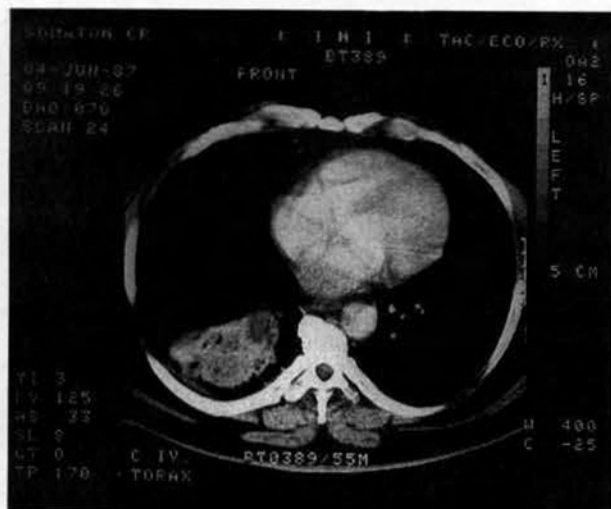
TAC correspondente a radiografia da Fig.15, mostrando condensação do LID.
